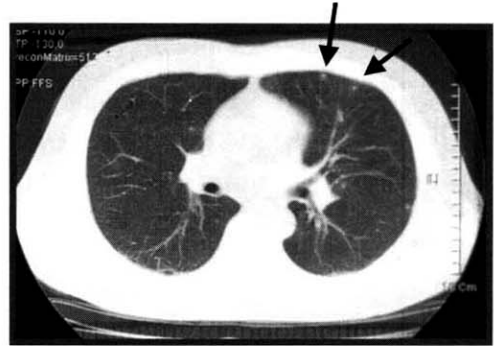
Chest CT shows fine nodular infiltration on anterior segment of left upper lobe.
